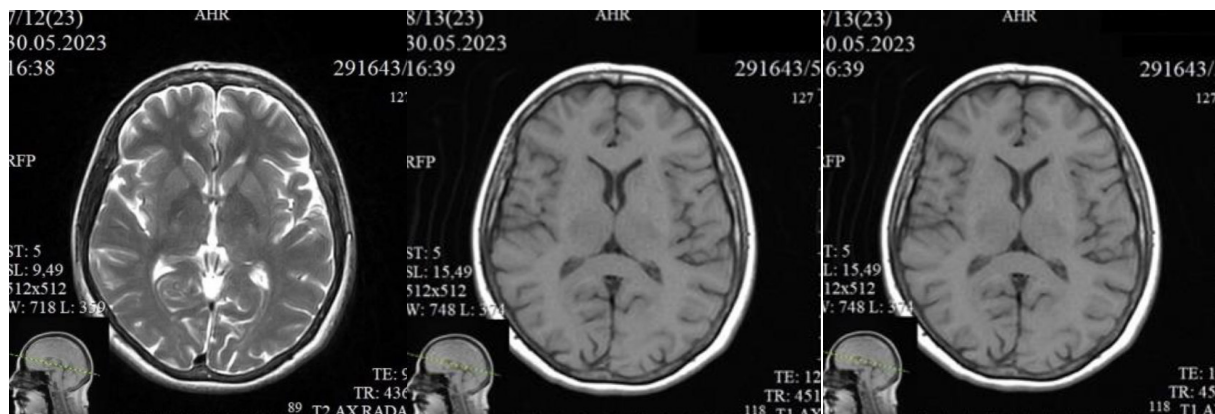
МРТ головного мозга, 1.5 Тесла. 30.05.2023г. T2 и T1 режимы, аксиальные срезы. Без видимых изменений.
